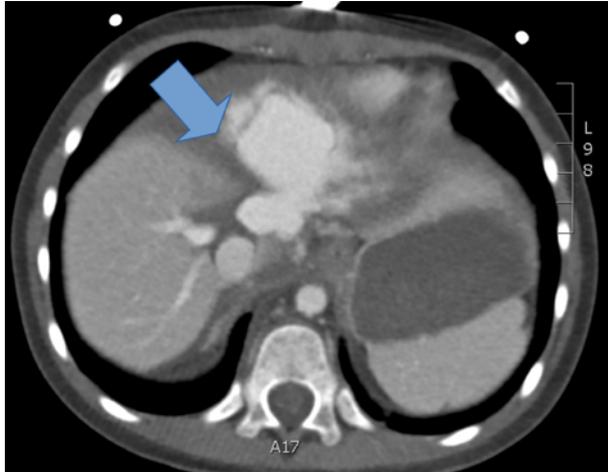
TC abdominal en el que podemos ver una imagen compatible con un pseudoaneurisma en la confluencia de las venas suprahepáticas media e izquierda con la vena cava inferior. Se observa extravasación de contraste (*flecha*), indicativo de sangrado activo pero contenido por la cápsula hepática.
